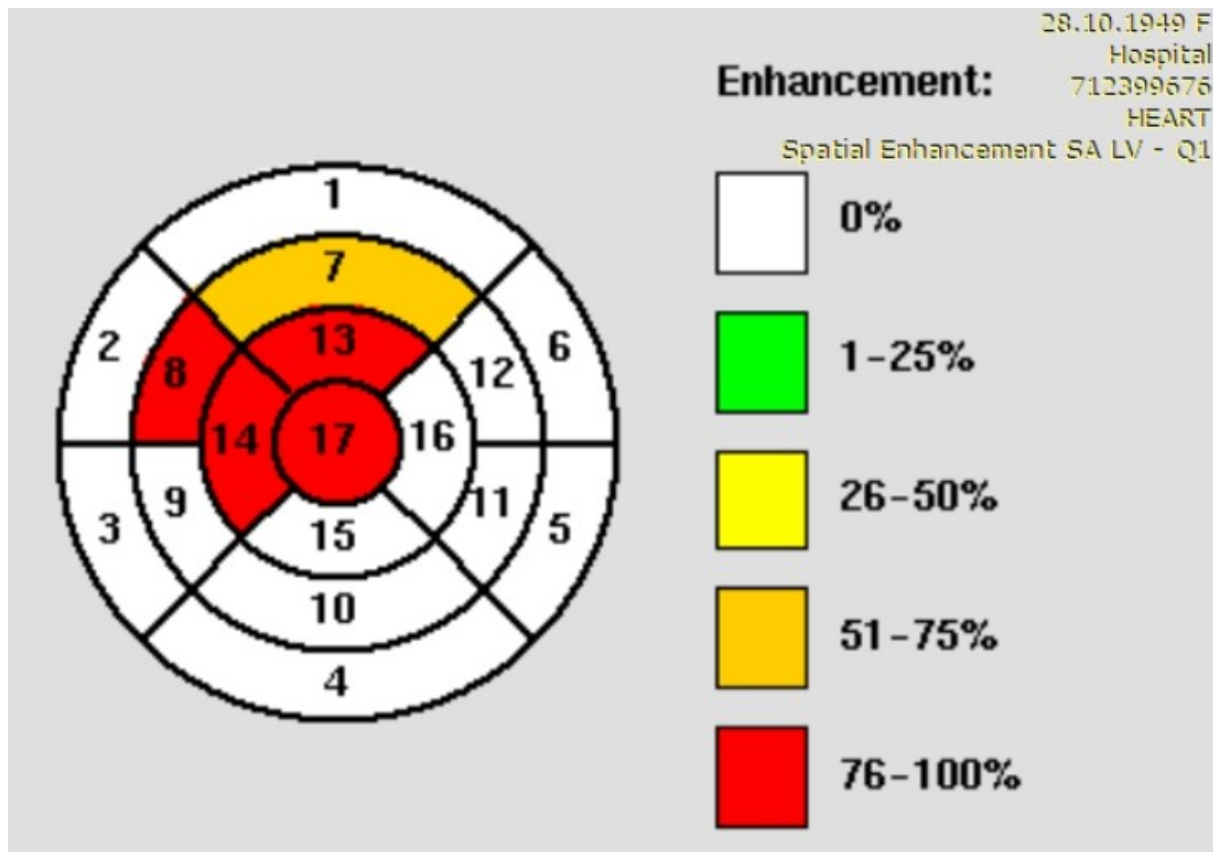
Трансмуральний фіброз апікальних відділів лівого шлуночка у пацієнта з проксимальним ураженням передньої міжшлуночкової гілки за даними схеми «bull-eye» МРТ
